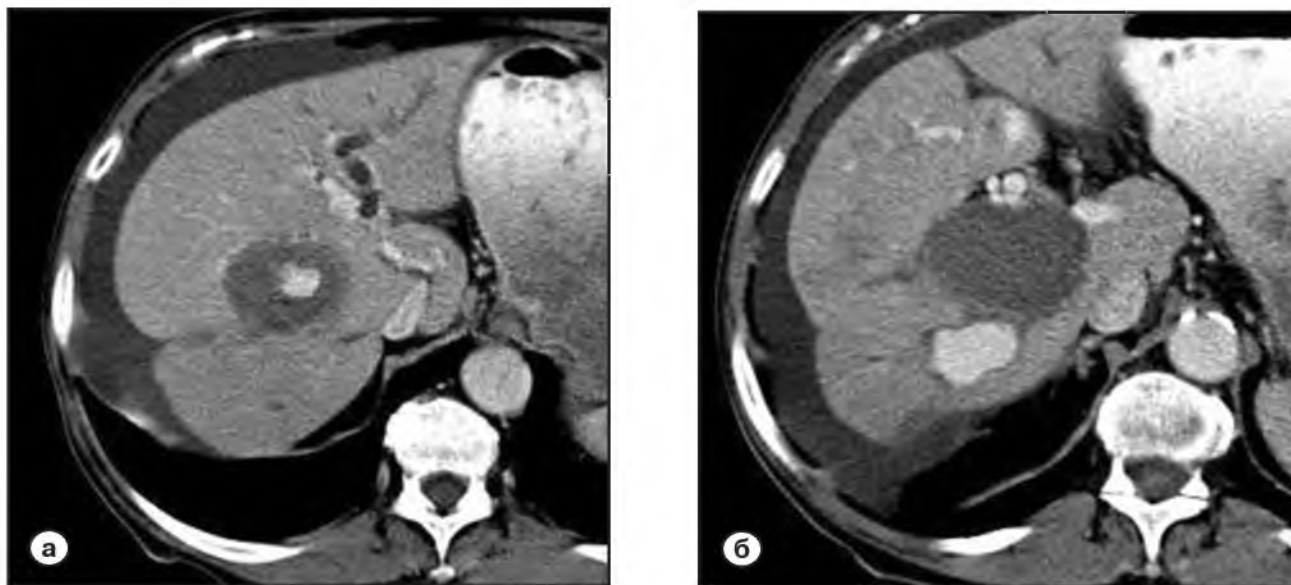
Фрагменты компьютерных томограмм печени, выполненных на двух уровнях сканирования в артериальную фазу контрастного усиления
